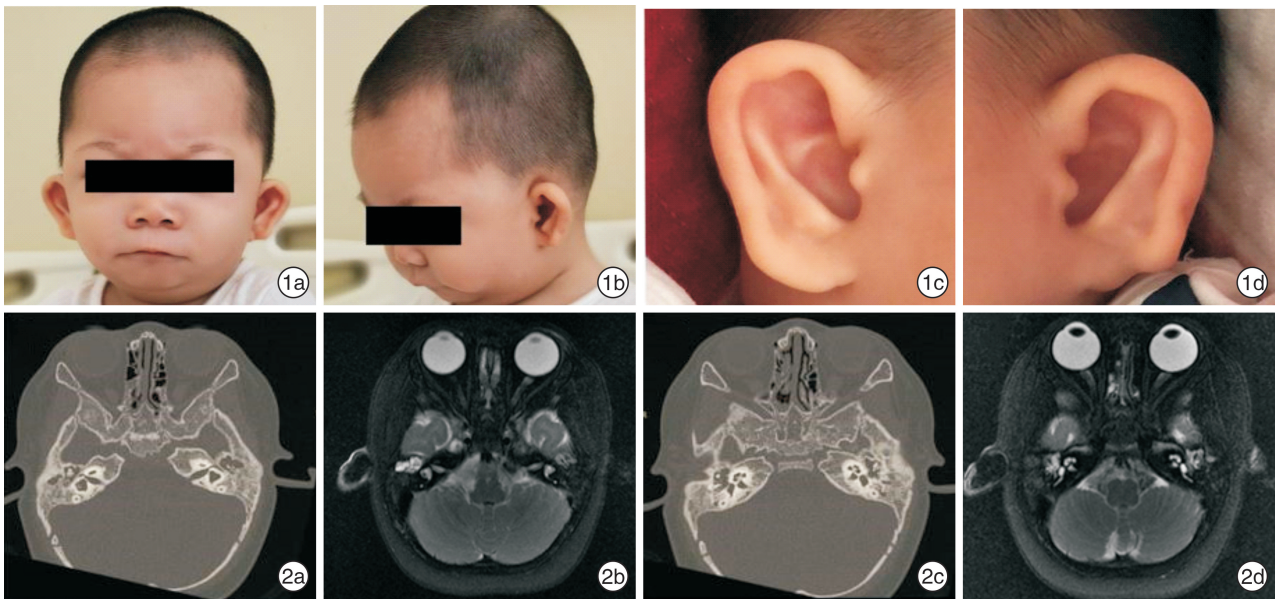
患儿头面部及双侧耳廓外观 1a、1b;患儿头面部正侧位可见头围小、小下颌、双侧耳廓发育不良;1c、1d;患儿双侧耳廓发育不良,可见低位耳、耳廓皱褶少; 图 2 患儿颞骨 CT 及内耳 MRI 检查 2a、2b;内听道层面 CT 及 MRI 可见双侧内听道相对狭窄;2c、2d;耳蜗层面 CT 及 MRI 可见双侧耳蜗发育基本正常。
